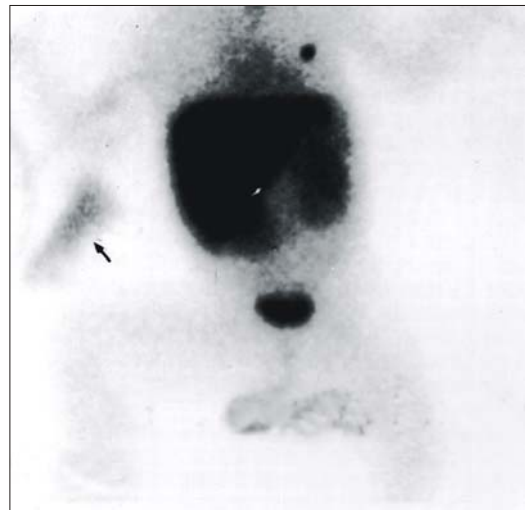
^{99m}Tc DISIDA hepatobiliary scintigraphy at 7 hours demonstrates abnormal radioactivity in the drainage bag for collection of ascitic fluid (arrow).
